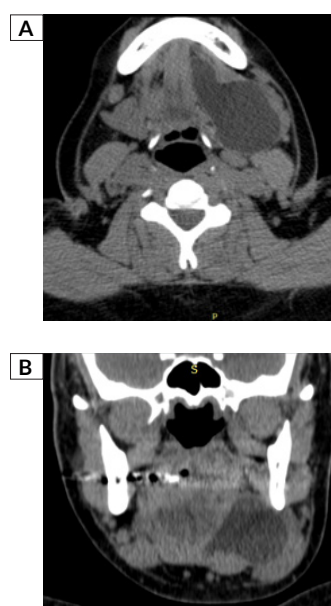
(A) tomografía computarizada contrastada en un corte axial y (B) corte sagital en las cuales se observa área hipodensa a tejidos blandos bien delimitada, con discreto desplazamiento de músculos genihioideos.
